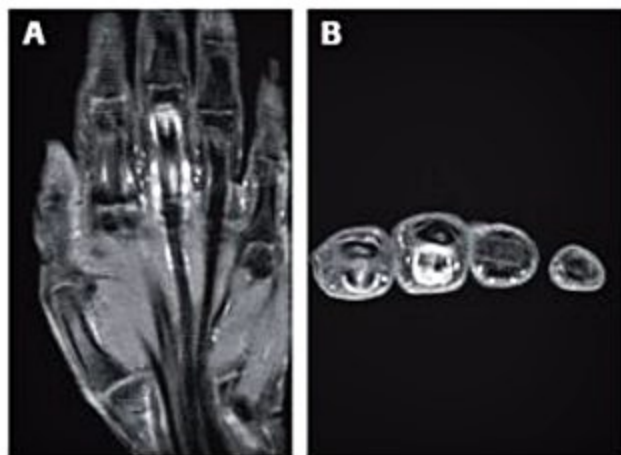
Amiloidose. Paciente com IRC, dialítico há 5 anos. Imagens coronal (A) e axial (B) de ressonância magnética da mão, ponderadas em T1 com contraste, demonstram espessamento e realce sinovial da bainha sinovial do 3º tendão flexor com hipersinal e realce do tendão propriamente dito, indicando deposição de amiloide.
